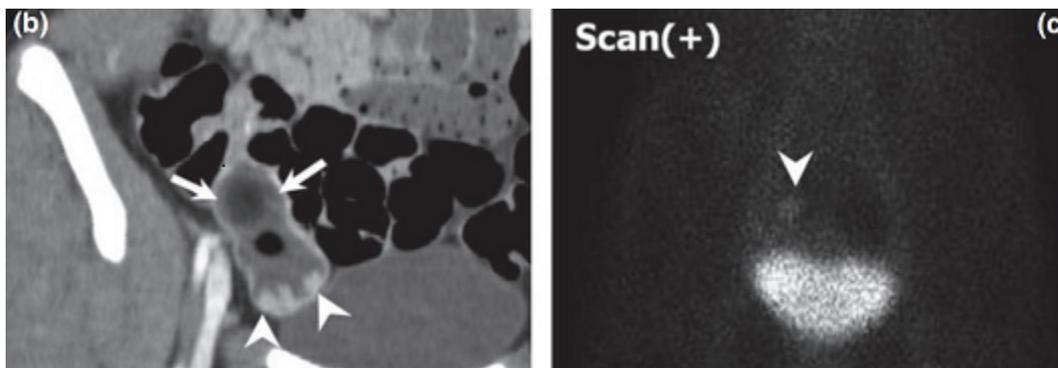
(b-c) Diverticule de Meckel contenant une muqueuse gastrique ectopique tomодensitométrie coronale avec prise de contraste (b) montre une poche à extrémité aveugle (flèches), avec un aspect nodulaire bien rehaussé (têtes de flèches).La scintigraphie au Tc-99 m pertechnétate (c) montre une captation chaude focale de l'isotope (tête de flèche) dans la cavité pelvienne droite représentant une muqueuse gastrique ectopique[9]
